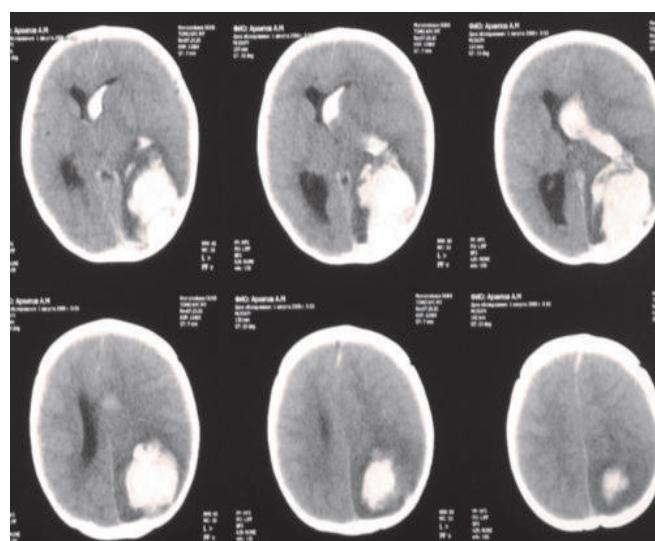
КТ головного мозга ребенка 2 мес.: паренхиматозно-внутрижелудочковое кровоизлияние левого полушария.
